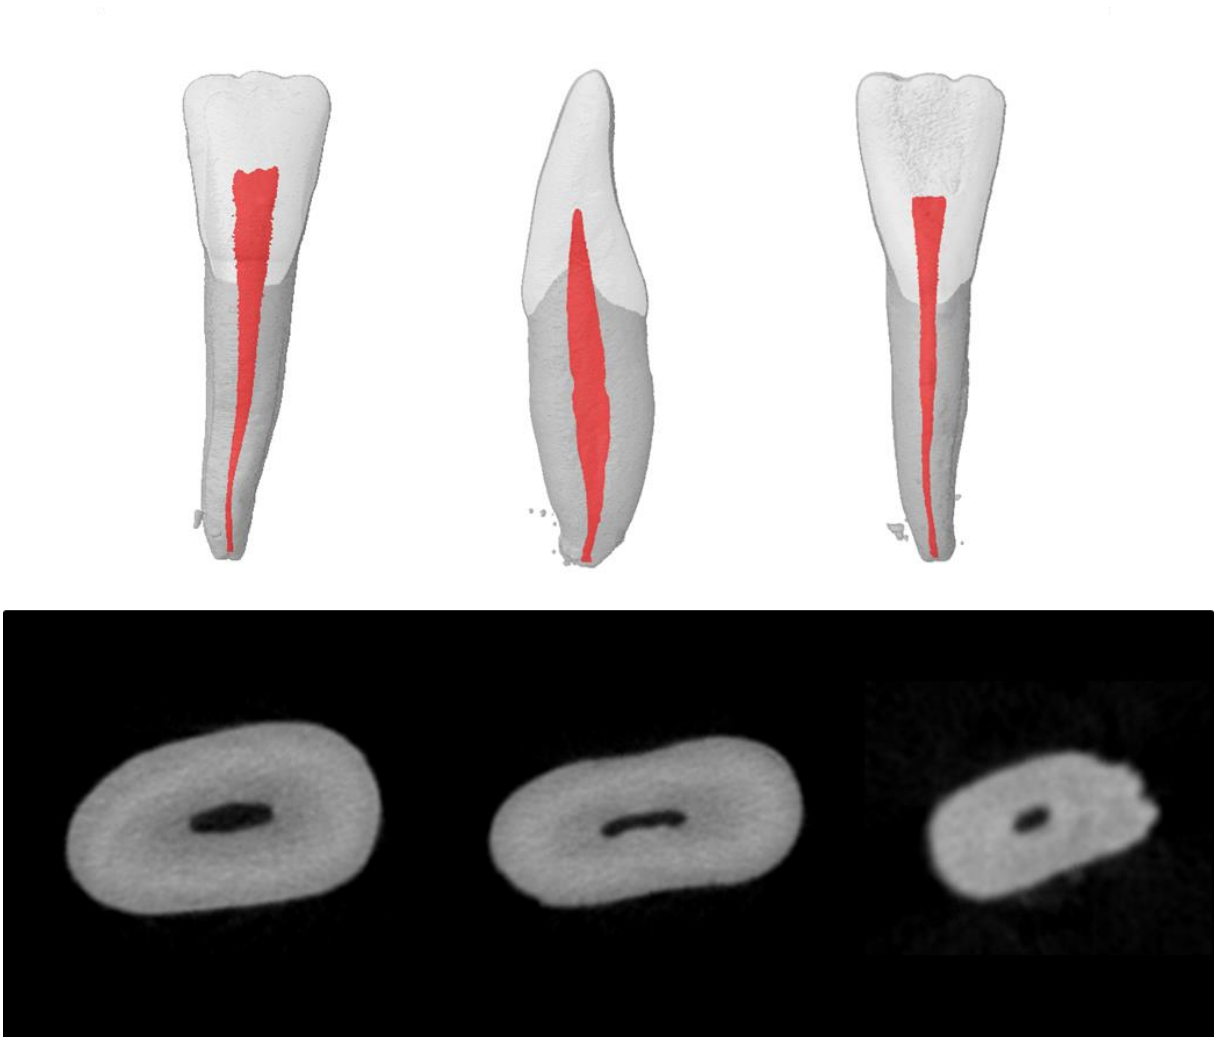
Imagens obtidas através da microtomografia computadorizada de um incisivo inferior iniciando em um único, orifício terminando em um único forame – Uma raiz, e um canal. Classificação Vertucci (1984) : Tipo I. Classificação Ahmed et al. (2017) : 1 II 1.
